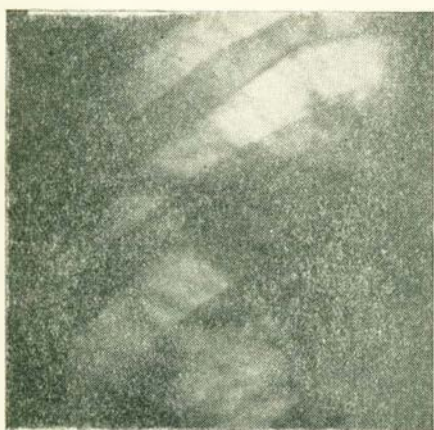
Клубнеобразная тень в прикорневом отделе правого легкого (контактный снимок с передней рентгенограммы).
